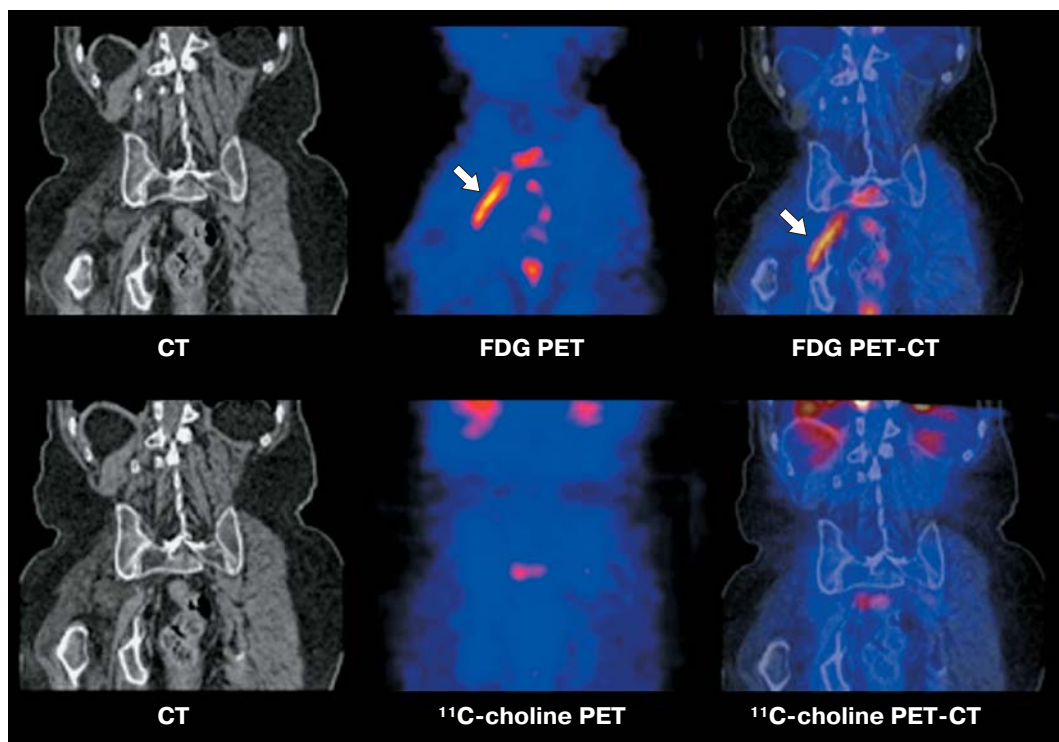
ПЭТ/КТ-картина метаболически активных очагов.
